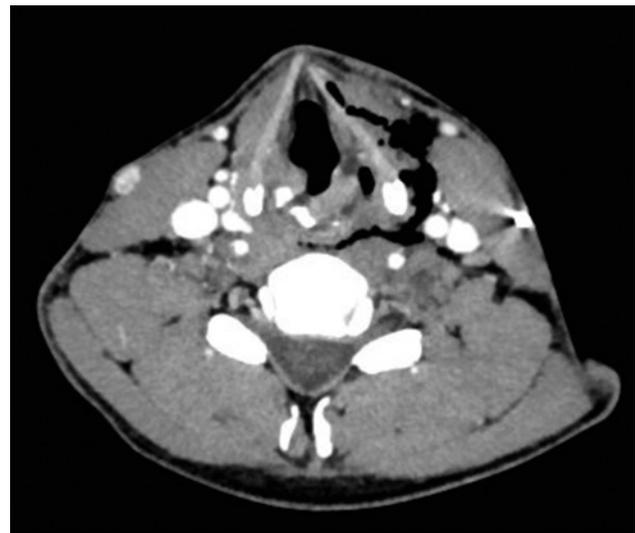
TC cervical horas después del traumatismo. Se observa un enfisema cervical izquierdo adyacente a la laringe.
